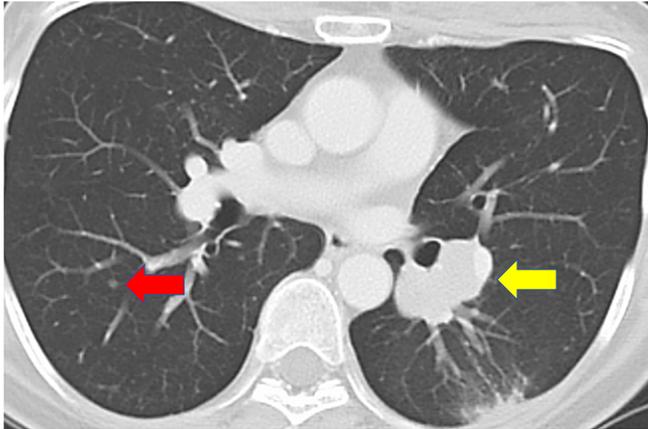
Computed tomographic image showing a 30×17 mm-sized nodule in the left lower lobe bronchus (yellow arrow) and a granular nodule in the right lung (red arrow).
